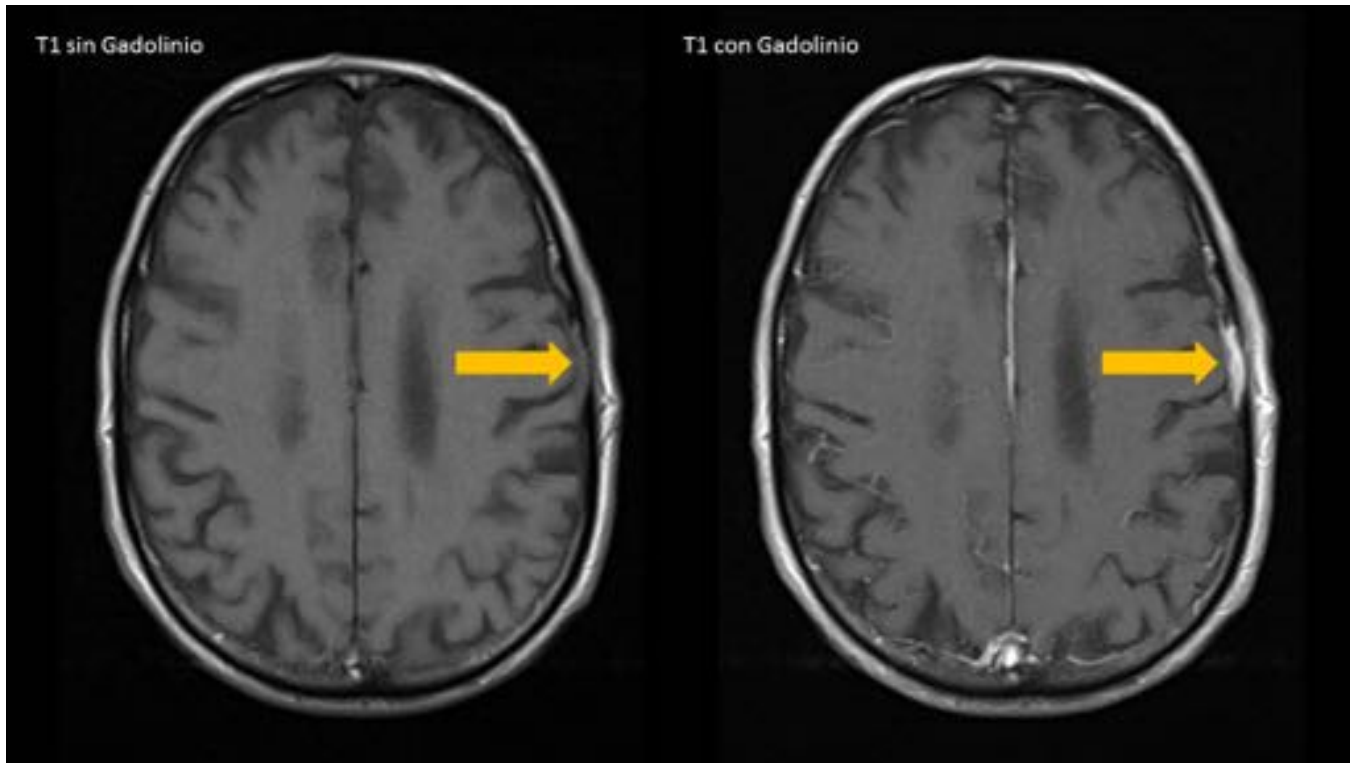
Meningioma en tabla. Estudio mediante RM del paciente anterior. A nivel frontal izquierdo se aprecia una imagen de interrupción de la tabla interna y ocupación del diploe en profundidad que se continúa con un componente intracraneal extraaxial, en relación con engrosamiento de la duramadre. No se aprecia alteración de señal del parénquima adyacente.
